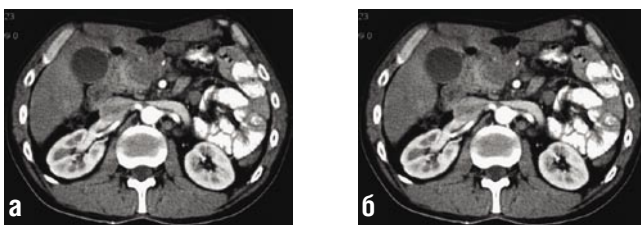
Опухоль головки поджелудочной железы, СКТ артериальная (а) и венозная (б) фазы контрастного усиления. В обе фазы контрастного усиления опухоль проявляется гиподенсивной структурой. Отчетливо видно прорастание опухоли в верхнюю брыжеечную вену (стрелка)
